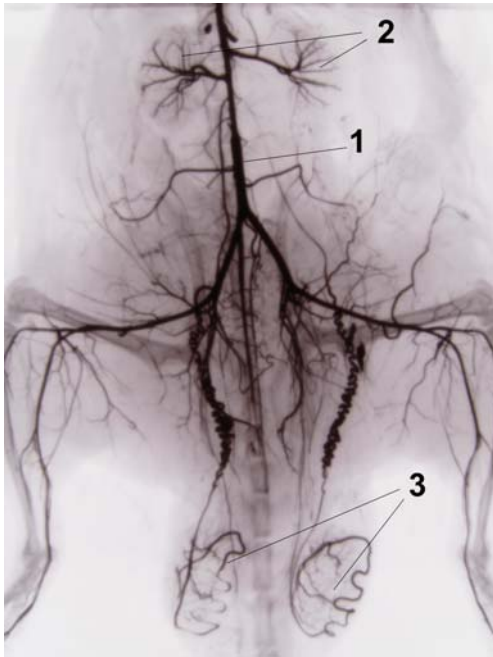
Рентгеноангіограма судин черевної аорти щура в нормі. Черевний відділ аорти – 1, гілки ниркових артерій – 2, інтраорганні яєчкові артерії – 3.
